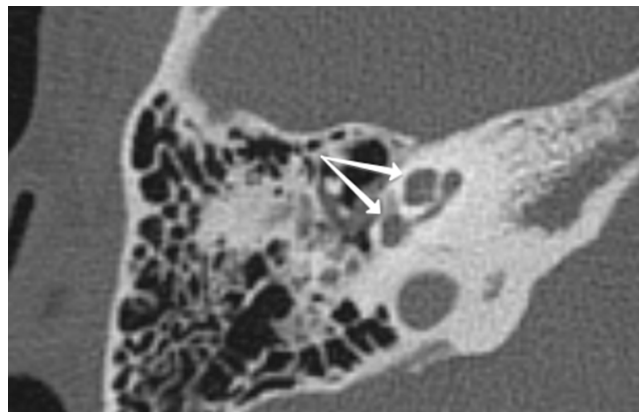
КТ правой височной кости пациентки С., 37 лет: стрелками отмечены заполненные жидкостным содержимым улитка и преддверие
